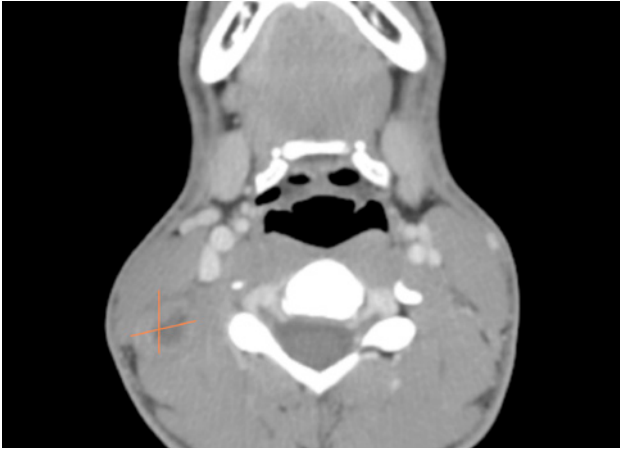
Imagen en el TAC. Lesión ocupante espacio localizada medial y posterior al músculo esternocleidomastoideo derecho, ovalada, con centro necrótico y realce periférico, con unas dimensiones de 24 mm craneocaudal, 17 mm transverso y 20 mm anteroposterior.
